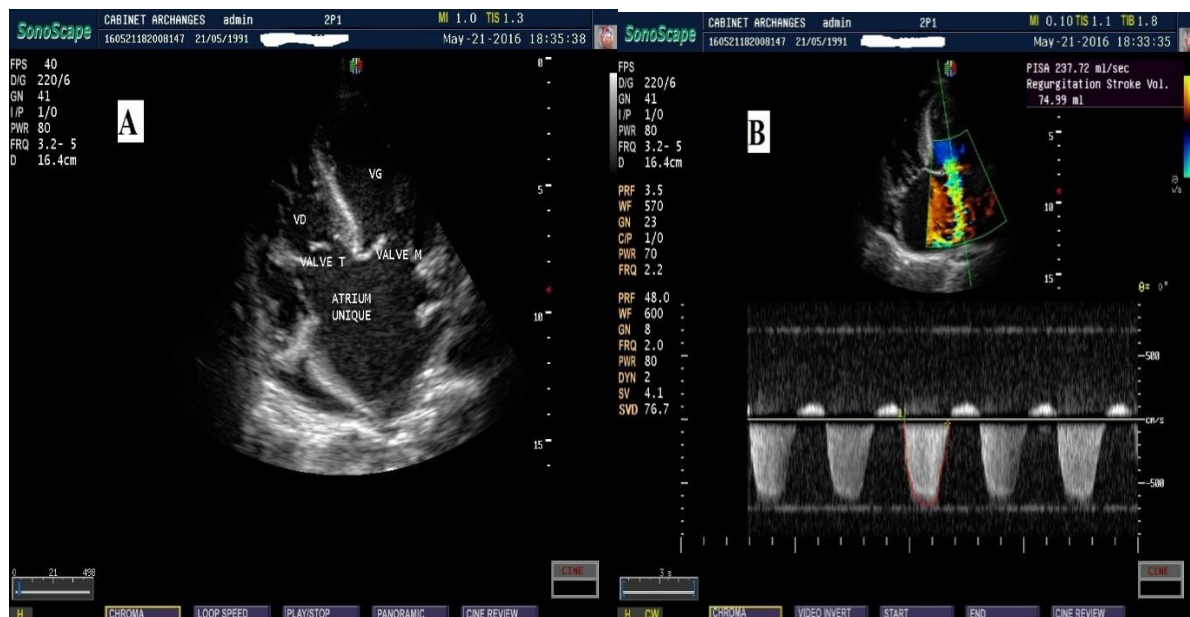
Images échocardiographiques de l'atrium commun avec en A : une coupe des 4 cavités montrant l'absence de septation atriale et en B : l'atrium commun sur une coupe des 4 cavités montrant également une fuite mitrale importante de 75 ml de volume régurgité (Porto-Novo, 2016).
